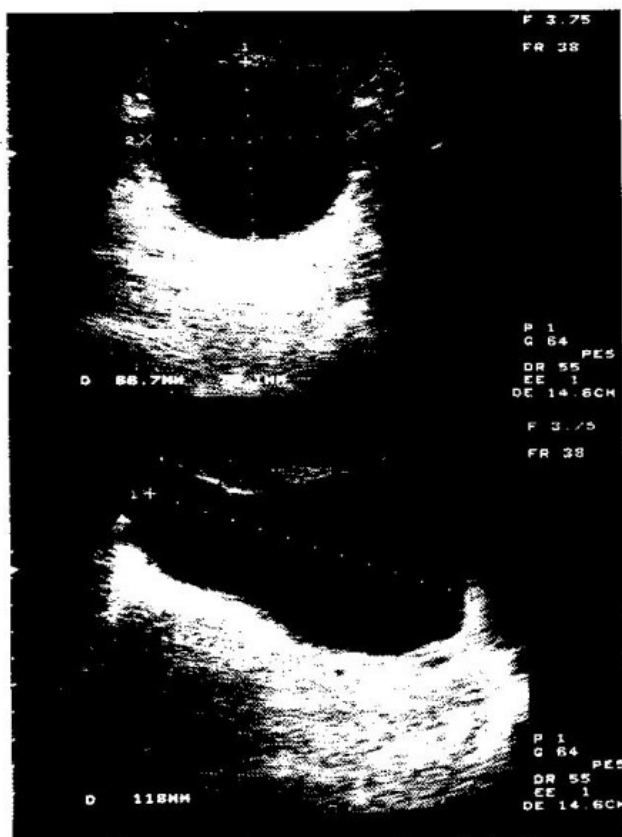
Ecografia pélvica pré-operatória revelando volumosa lesão quística pura.
